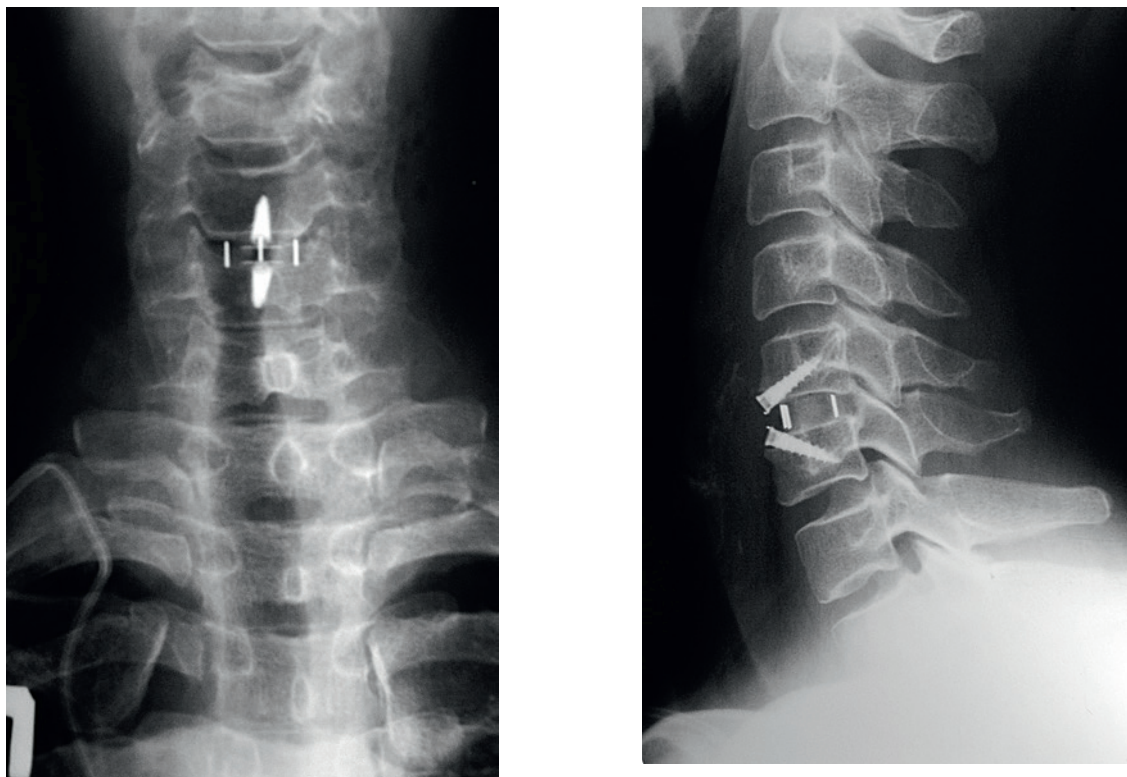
Контрольные компьютерные томограммы через 6 месяцев после операции пациента Е.
